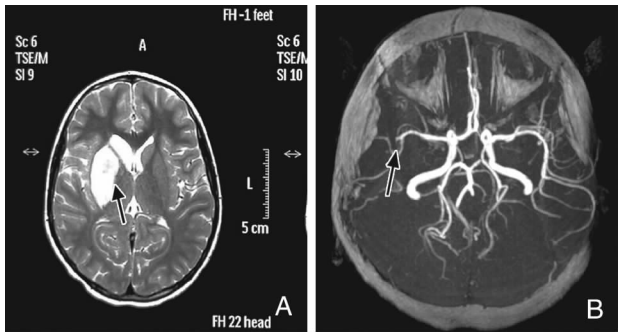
头颅检查 A: MRI 检查, T₂ 加权像, 箭头示基底节区梗塞灶; B: MRA 检查, 右侧大脑中动脉分枝明显减少, 箭头示主干血流中断。
